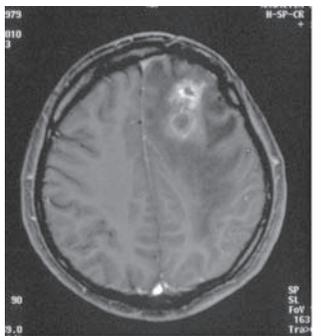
МРТ 6-го Ш., 30 лет, аксиальная и сагиттальная проекции. Эпилептический и цефалгический синдромы. Опухоль или позднее нагноение мозгового рубца в лобной доле слева?
